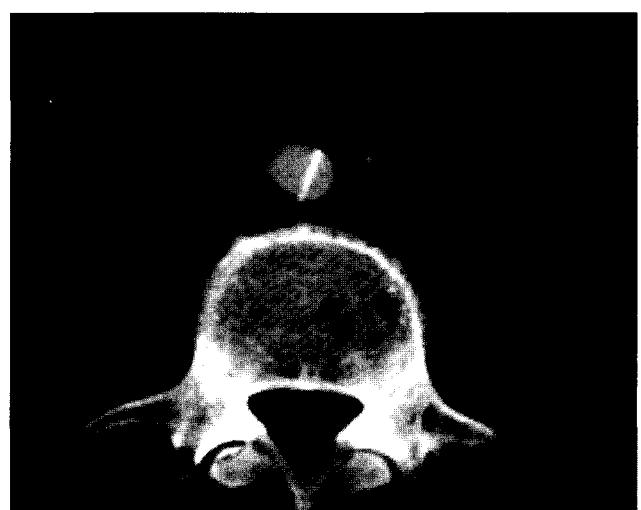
Abdominal CT shows the high density valve leaflet in the abdominal aorta just above the aorto-iliac bifurcation.
